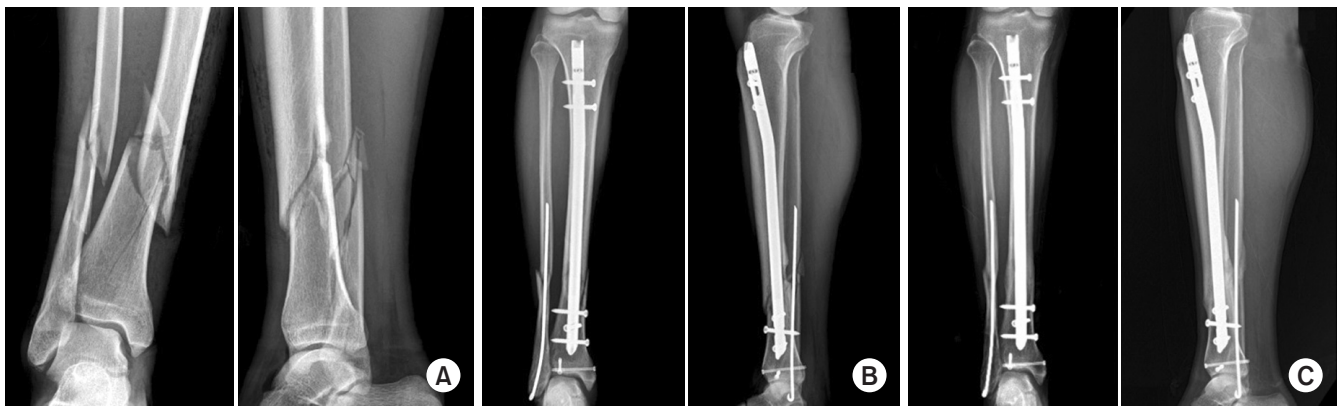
(A) Initial radiographs of a 46-year-old male show a distal tibio-fibular metaphyseal simple intra-articular fracture. (B) Postoperative radiographs show closed reduction and internal fixation with an interlocking intramedullary tibial nail. Intra-articular fracture was fixed with 2 cannulated screws and distal fibula fracture was fixed with Rush pin. (C) Last follow-up radiographs show solid union state.
